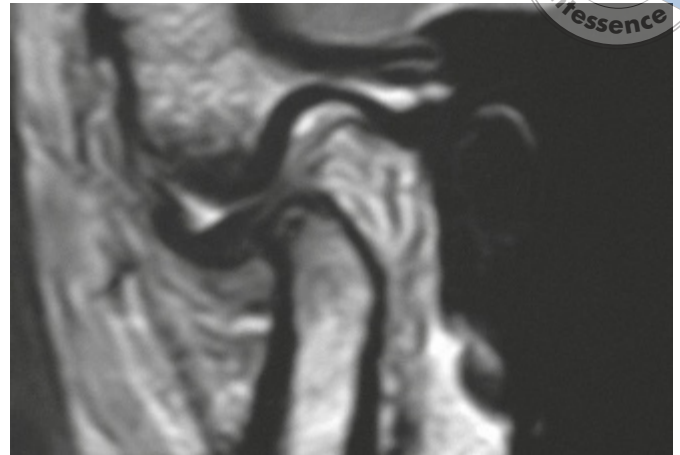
MRI: in the open mouth position.
